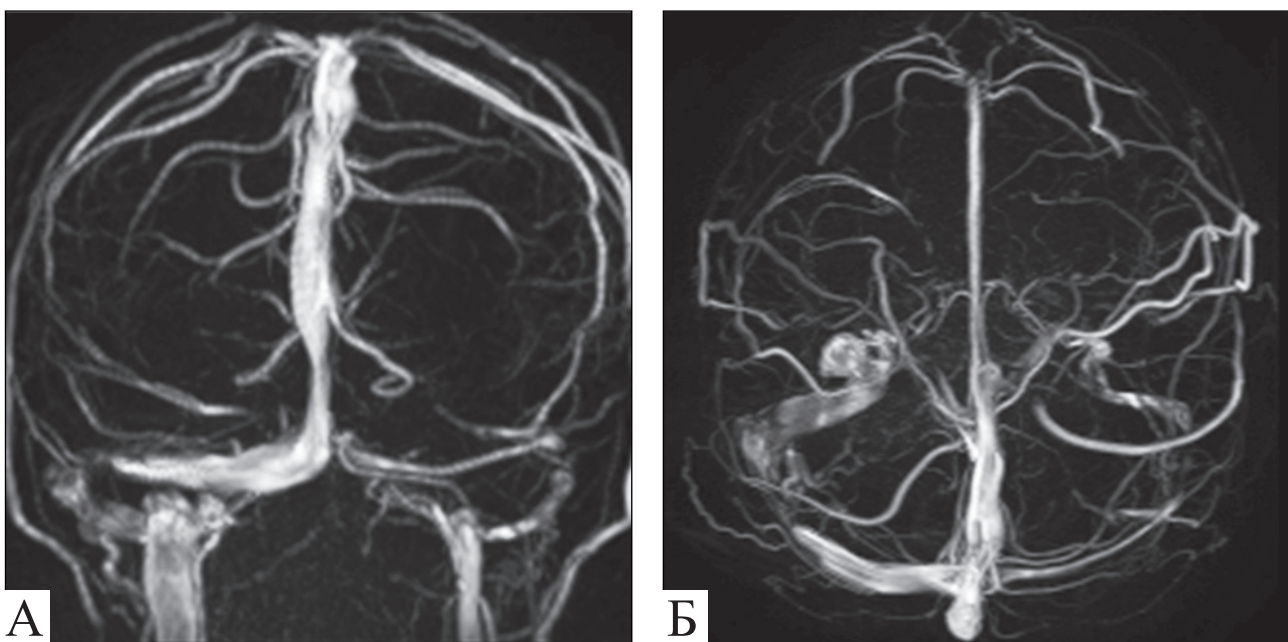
Пациентка П., 39 лет. МРТ головного мозга: А — аксиальная проекция; Б — фронтальная проекция
